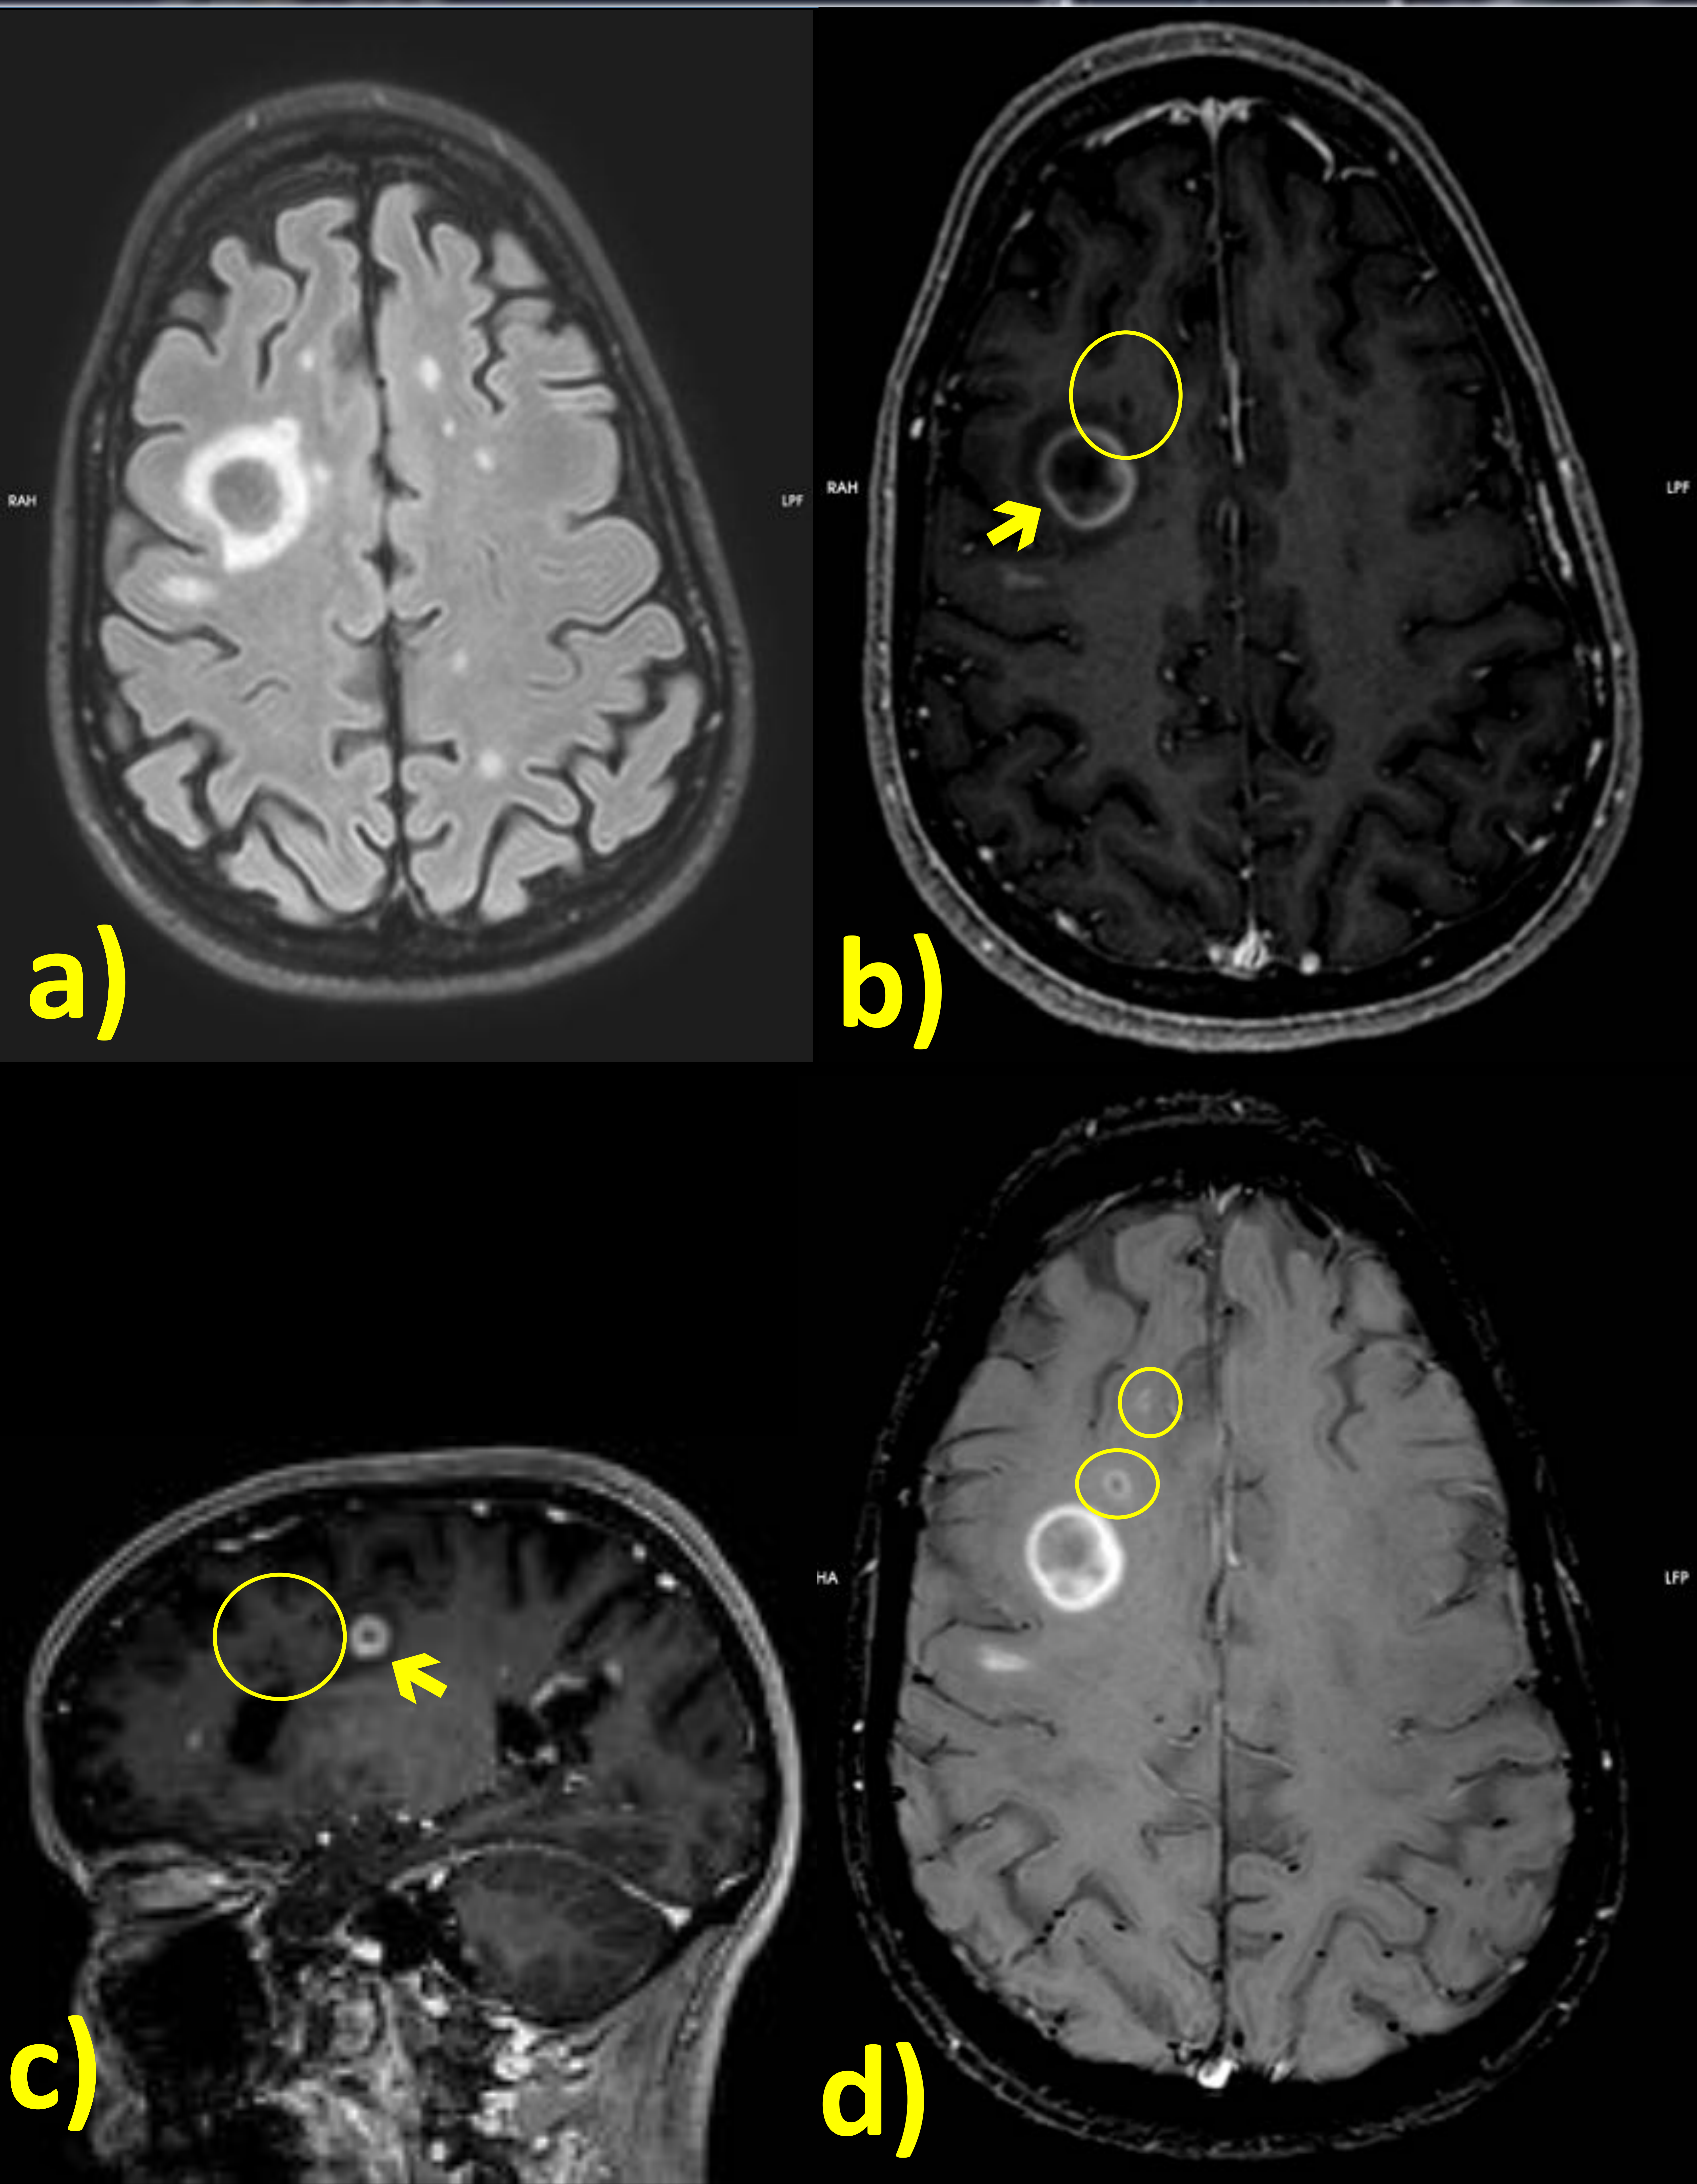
Estudio de seguimiento de EM en hombre de 36 años. a) FLAIR axial muestra múltiples placas desmielinizantes yuxta y subcorticales bilaterales. b) T1WI C+ axial y c) sagital muestra la captación periférica en anillo de una de las lesiones (→). c) SWI C+ evidencia 2 pequeños focos de captación en anillo (○), prácticamente imperceptibles en T1WI C+.
